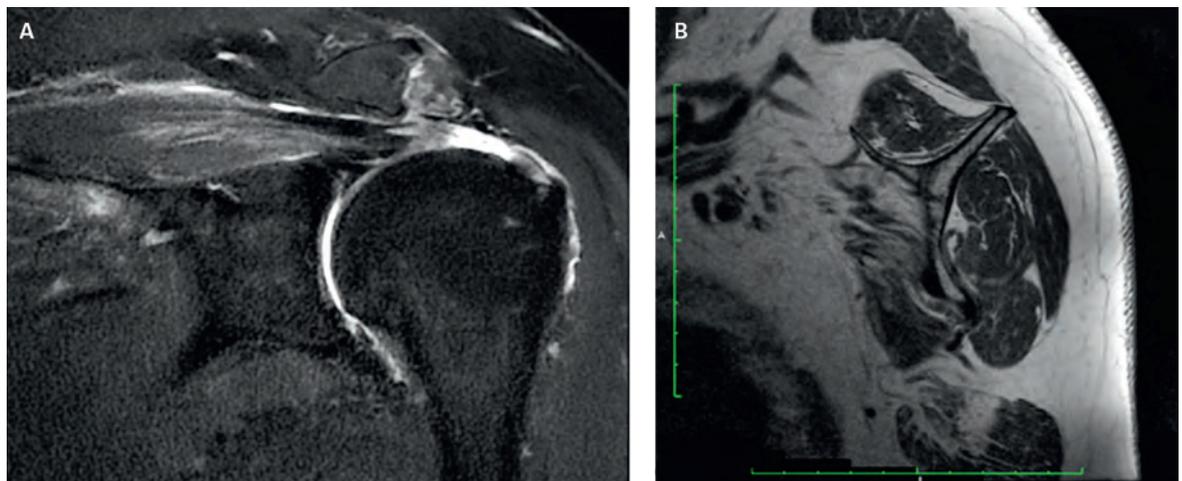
Beispiele für akute Muskelödeme an der postero-superioren RM in einem traumatischen Kontext vor dem Hintergrund einer chronischen Läsion der vorderen Rotatorenmanchette. A) Die Schwellung der postero-superioren RM zeigt sich in den koronalen T2-Schnitten. Ein residueller Sehnenstumpf auf dem Tuberculum majus, ein weiteres Traumaanzeichen, ist zusätzlich sichtbar [72]. B) Im T1-gewichteten Sagittalschnitt zeigt sich ausschliesslich an der Subskapularissehne eine erhebliche fettige Infiltration.
